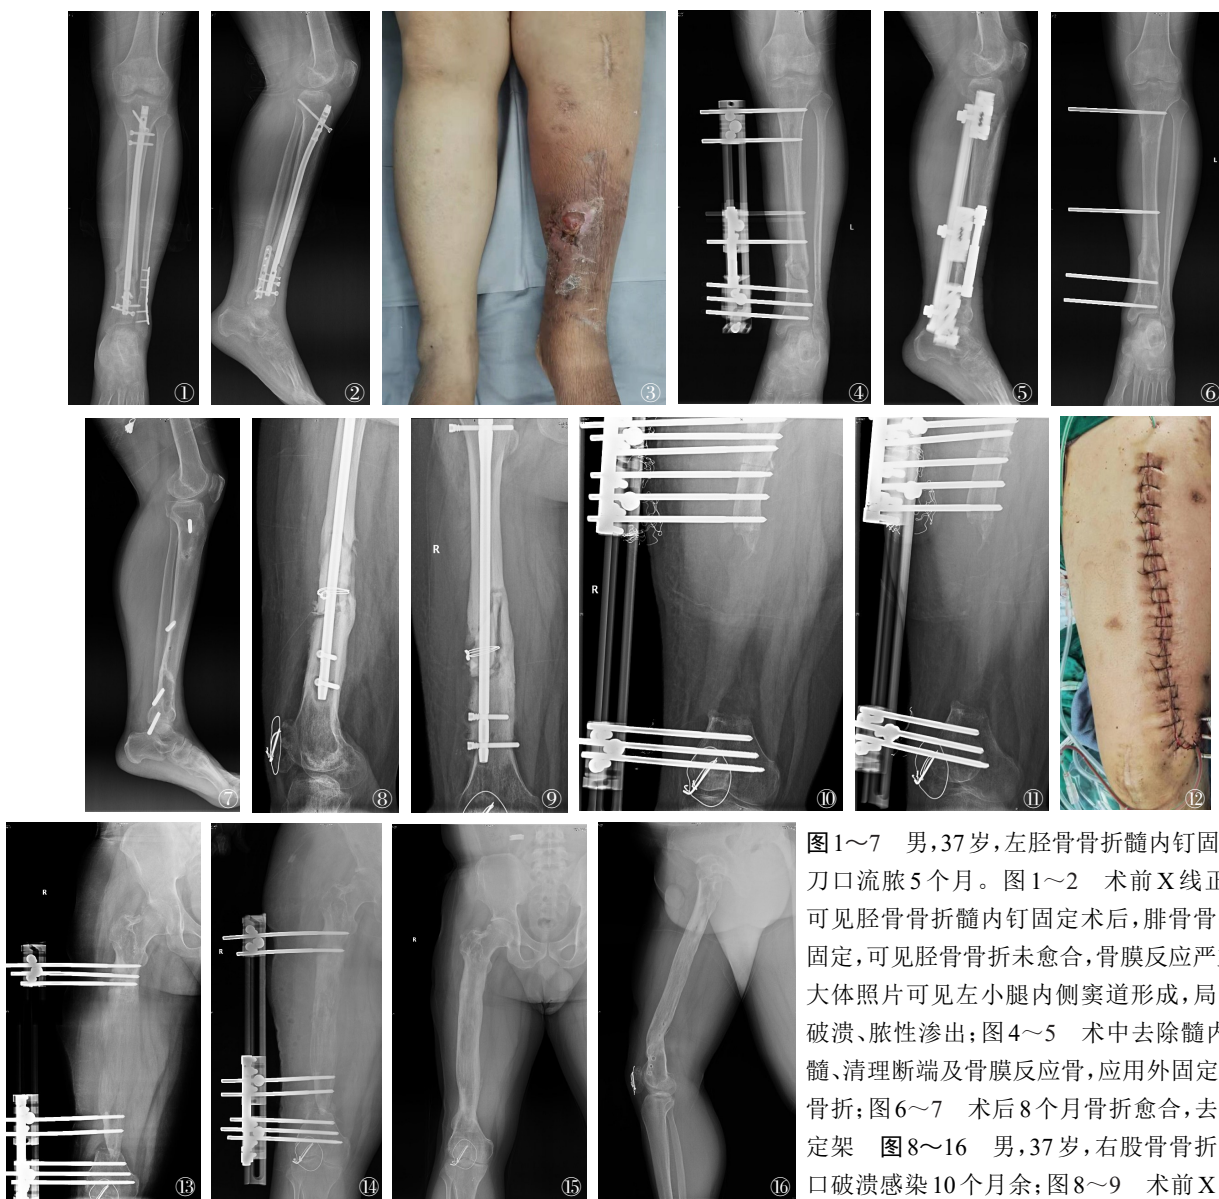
~7 男,37岁,左胫骨骨折髓内钉固定术后刀口流脓5个月。图1~2 术前X线正侧位,可见胫骨骨折髓内钉固定术后,腓骨骨折钢板固定,可见胫骨骨折未愈合,骨膜反应严重;图3 大体照片可见左小腿内侧窦道形成,局部皮肤破溃、脓性渗出;图4~5 术中去除髓内钉、扩髓、清理断端及骨膜反应骨,应用外固定架固定骨折;图6~7 术后8个月骨折愈合,去除外固定架 图8~16 男,37岁,右股骨骨折术后伤口破溃感染10个月余;图8~9 术前X线可见股骨骨折髓内钉固定术后,股骨骨折未愈合,部分骨质破坏吸收;图10~11 术中去除髓内钉、扩髓、截除感染破坏的骨质,长度约17 cm,外固定架固定,截骨骨搬运;图12 术后大体照片,近端及远端各放引流管1根;图13 骨搬运230 d后,X线示股骨骨搬运到位,断端会师;图14 给予会师断端取髂骨植骨;图15~16 术后10个月会师端愈合,搬运段矿化良好,给予去除外固定架
